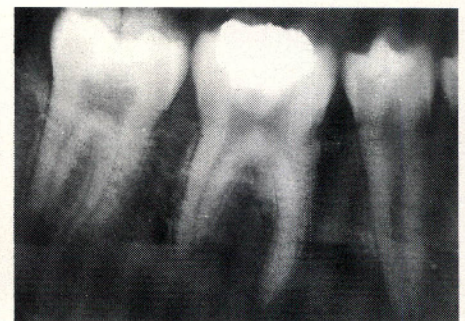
Periapicale fibro-osseuze-cementeuze dysplasie (cementoom) 35. Rijpe vorm.
